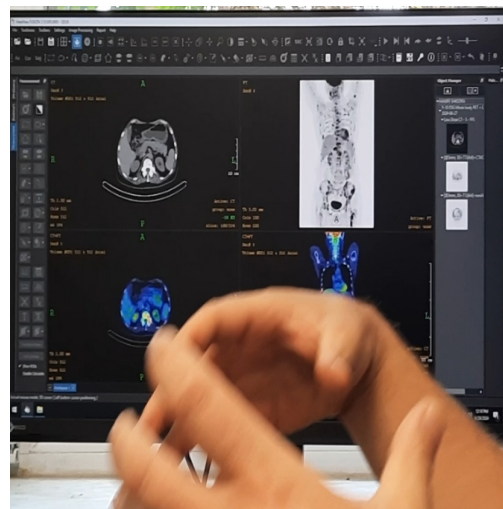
Aparatura SPECT/PET/CT, Mediso dhe Foto çasti gjatë trajnimit
